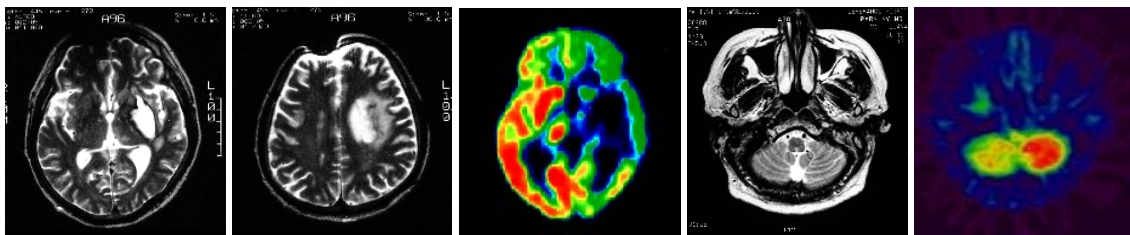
The PET images of the lesions around basal ganglia with involvement of centrum semiovale.
